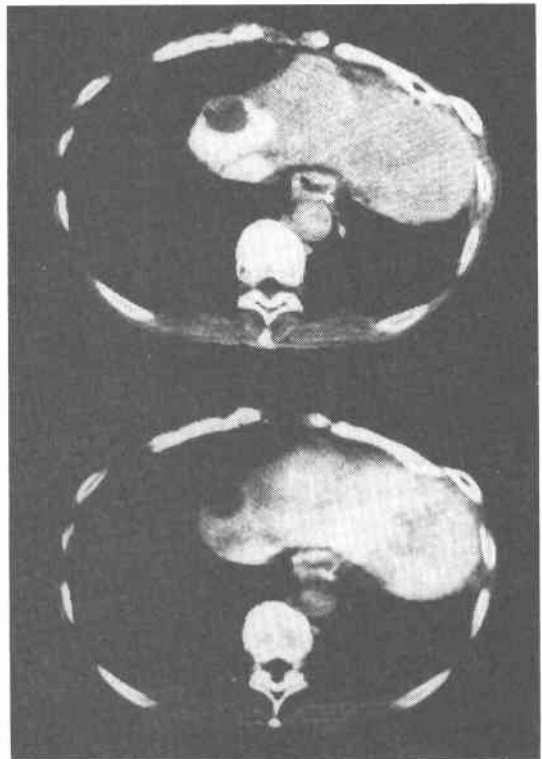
CT-A and CT-AP show low density mass without enhancing effect. Upper : CT-A, Bottom : CT-AP
